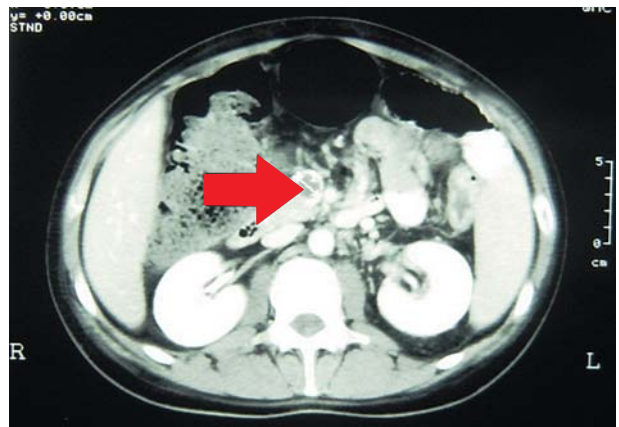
Tomografia computadorizada abdominal revela trombo na veia mesentérica superior (seta).
